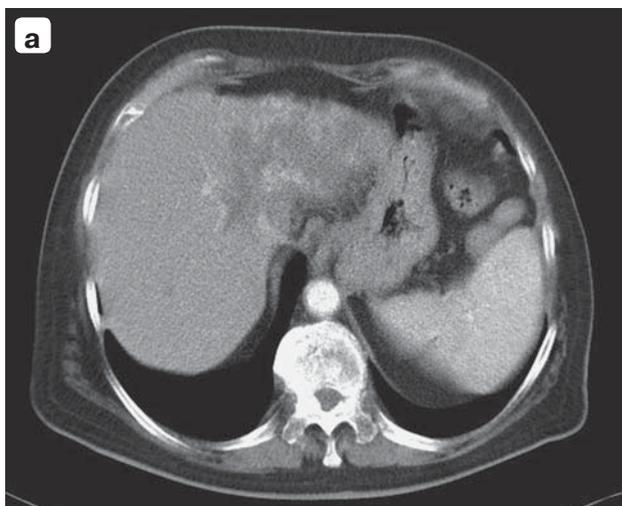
а, б – компьютерные томограммы. Состояние после 4 курсов артериальной химиоэмболизации печени. В артериальной фазе отмечается уменьшение основного опухолевого узла в левой доле печени и уменьшение размеров метастатических очагов в правой доле; часть из них перестала определяться.
